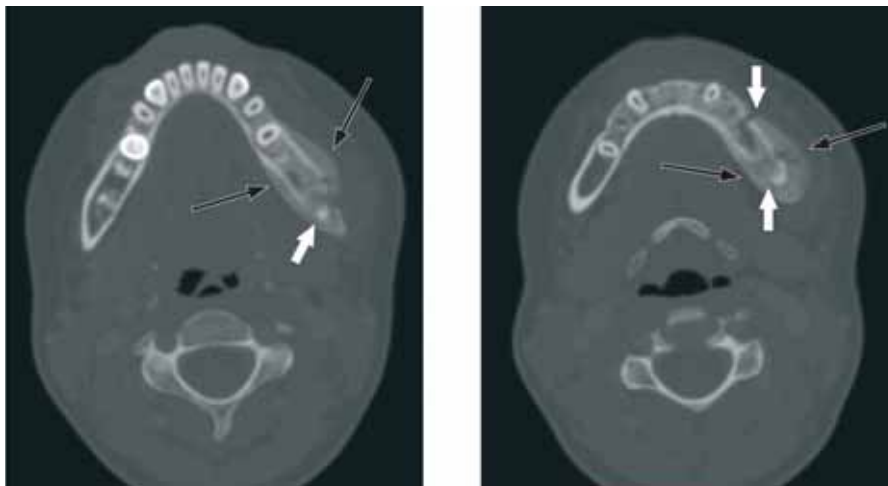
Imagini CT arătând apoziție osoasă (săgeți negre) și zone de liză ale conturului original al mandibulei (săgeți albe)
